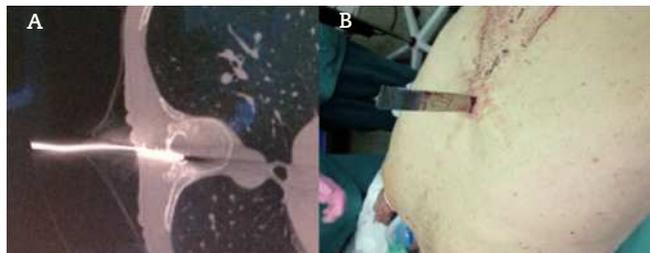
TAC pre-cirugía con la hoja del arma en el receso lateral izquierdo. B. Vista macroscópica.
